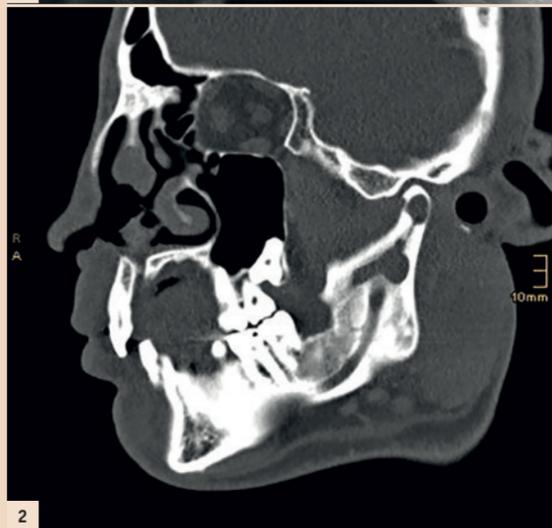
Das OPG zeigt zwei zystische Aufhellungen links im Ramus ascendens mandibulae (Gelenkfortsatzbasis und im Kiefergelenkköpfchen). Auffällig ist auch eine Resorption der distalen Wurzel des Zahnes 37. – Abb. 2: Die CT offenbart die tatsächliche Ausdehnung des Tumors. – Abb. 3: Der Tumor nach Darstellung im Bereich des aufsteigenden Astes des Unterkiefers links. – Abb. 4: Präaurikulärer Zugang mit eröffnetem Kiefergelenkköpfchen.
